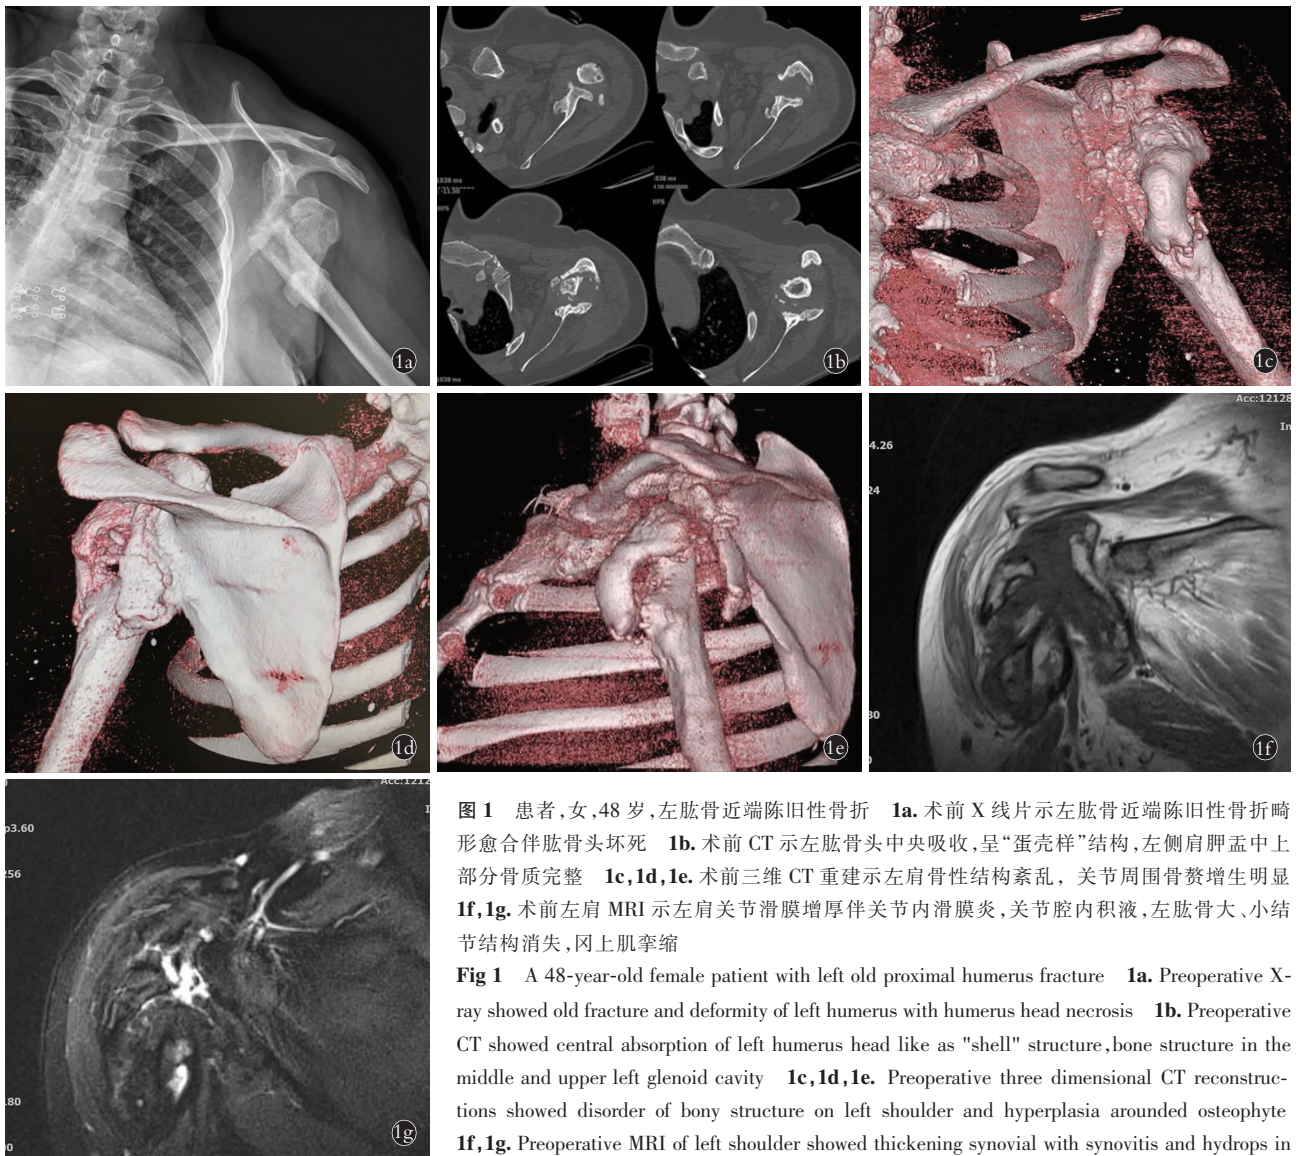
患者,女,48 岁,左肱骨近端陈旧性骨折 1a。术前 X 线片示左肱骨近端陈旧性骨折畸形愈合伴肱骨头坏死 1b。术前 CT 示左肱骨头中央吸收,呈“蛋壳样”结构,左侧肩胛盂中上部分骨质完整 1c, 1d, 1e。术前三维 CT 重建示左肩骨性结构紊乱,关节周围骨赘增生明显 1f, 1g。术前左肩 MRI 示左肩关节滑膜增厚伴关节内滑膜炎,关节腔内积液,左肱骨大、小结节结构消失,冈上肌挛缩
